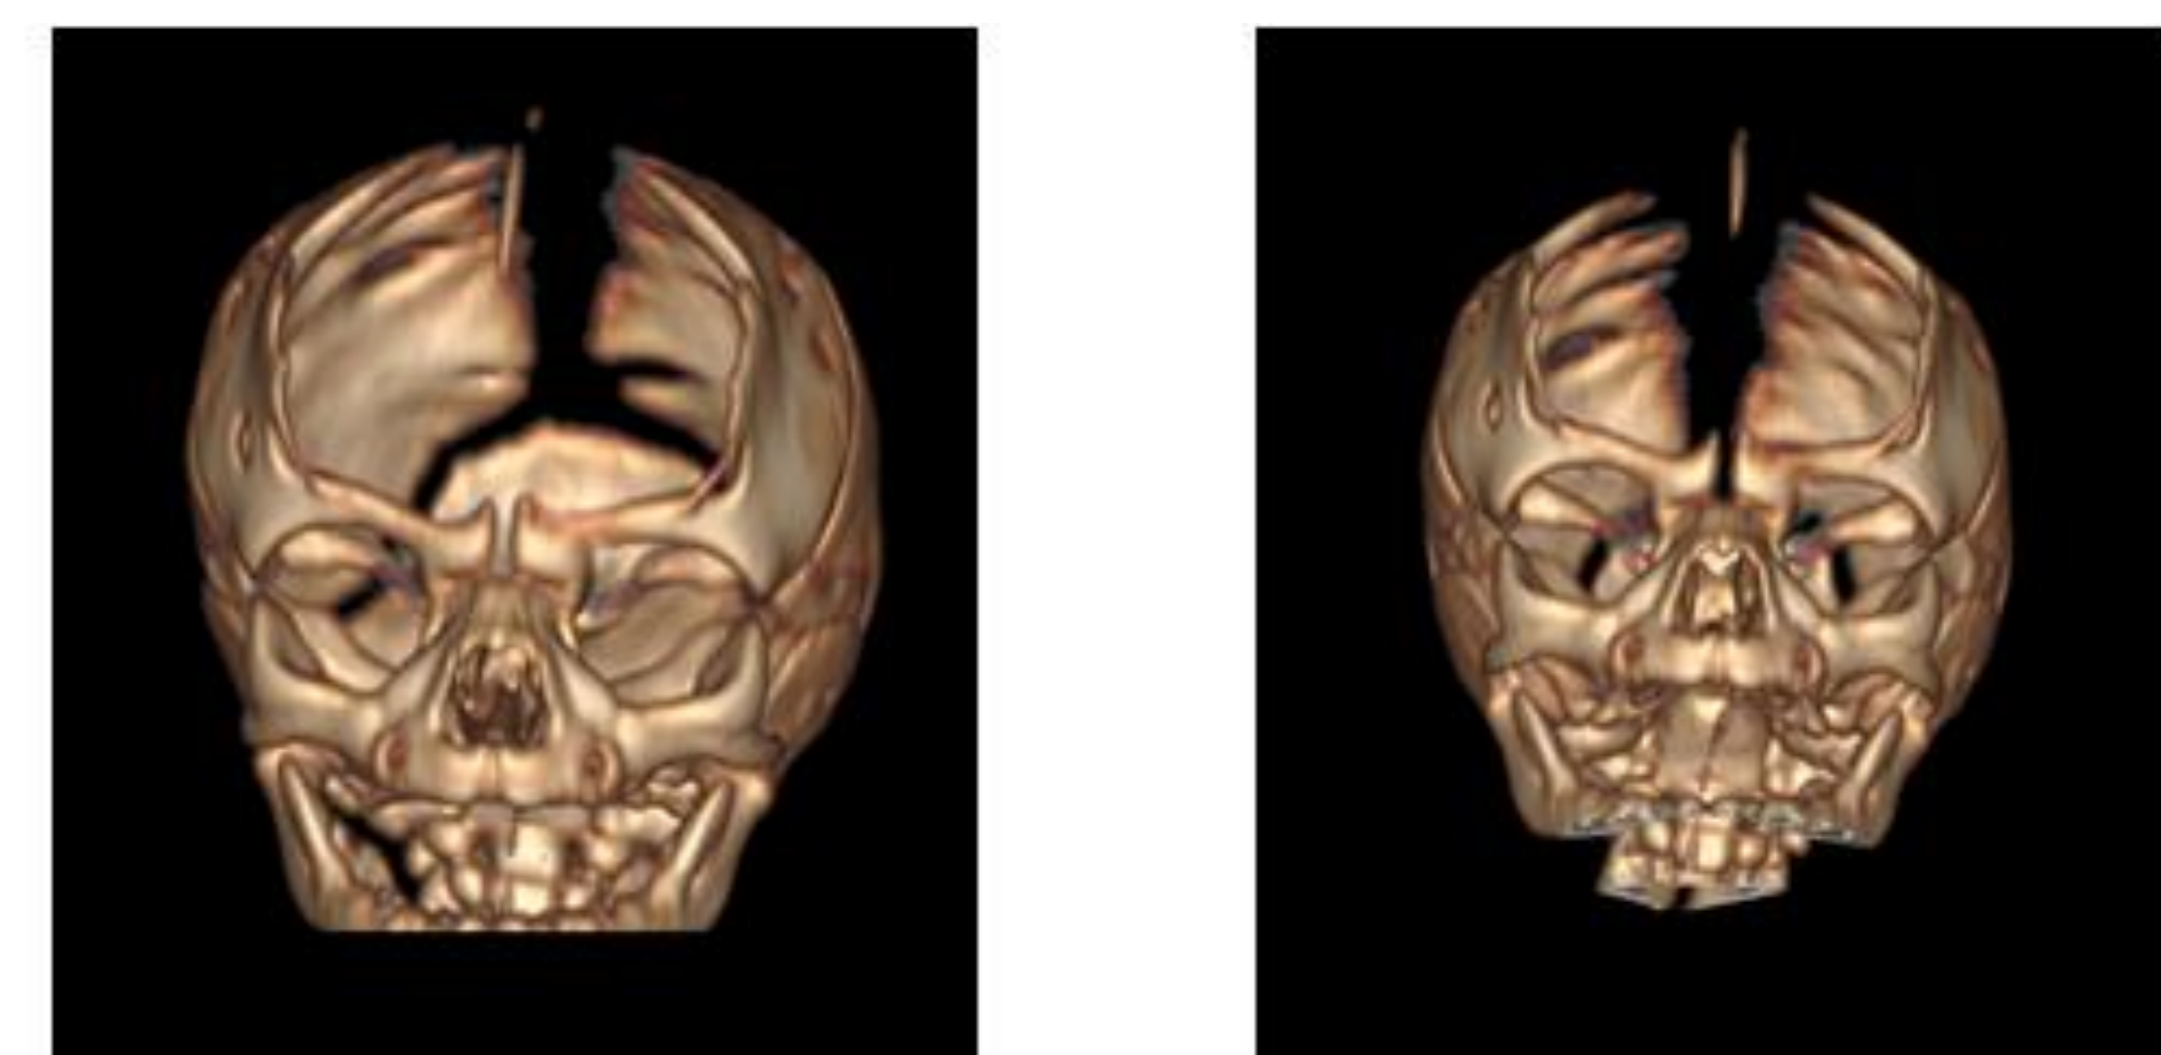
TAC Postnatal - Reconstrucción 3D.
